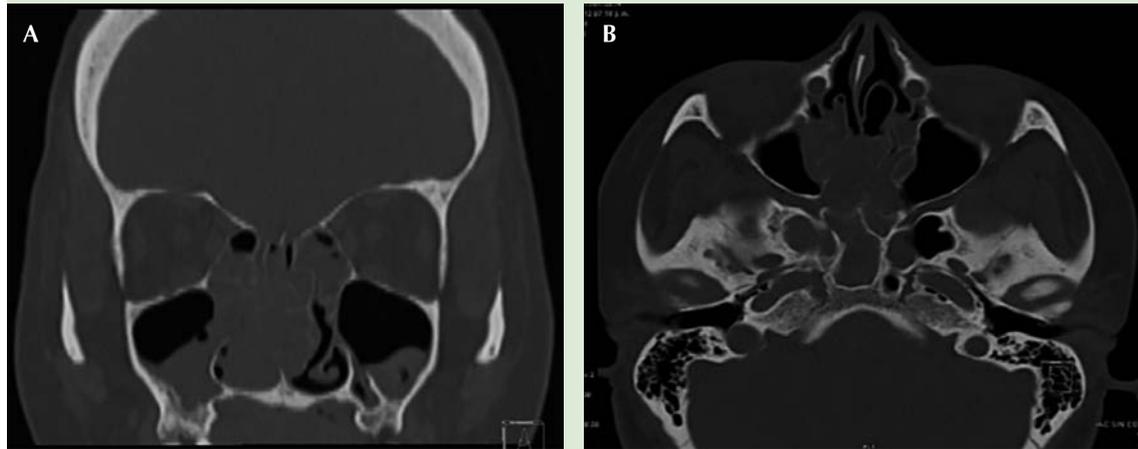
Corte coronal (A) y axial (B) de tomografía computada de senos paranasales que demuestra ocupación bilateral de las cavidades nasales, celdillas etmoidales medias y posteriores, esfenoides y antros maxilares con ligero predominio derecho, sugerente de poliposis nasosinusal y pansinusitis.
